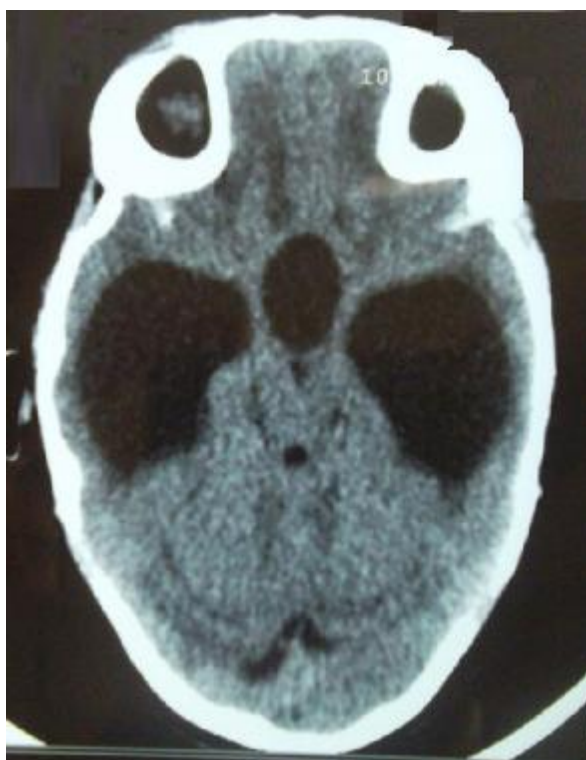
TDM montrant un aspect en faveur d'une sténose de l'aqueduc du Sylvius.
